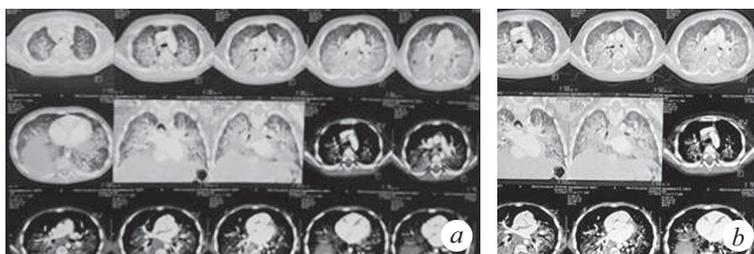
Компьютерная томография органов грудной клетки (через 5 мес. от дебюта заболевания) (а). КТ-признаки интерстициального поражения легочной ткани с увеличением площади консолидации в медиальных отделах обеих легких с сохранением в базальных отделах S2, S6, S10 справа и S6 слева (b)
